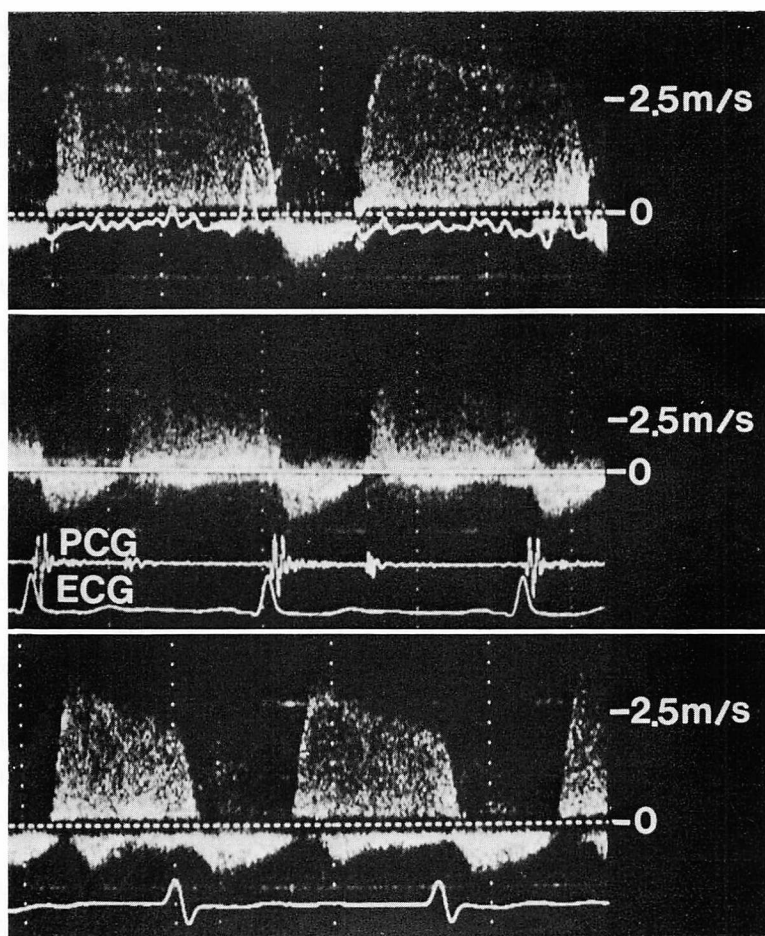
Continuous wave Doppler recordings of aortic regurgitant flow in patients with mild (top), moderate (middle) and severe (bottom) aortic regurgitation.
